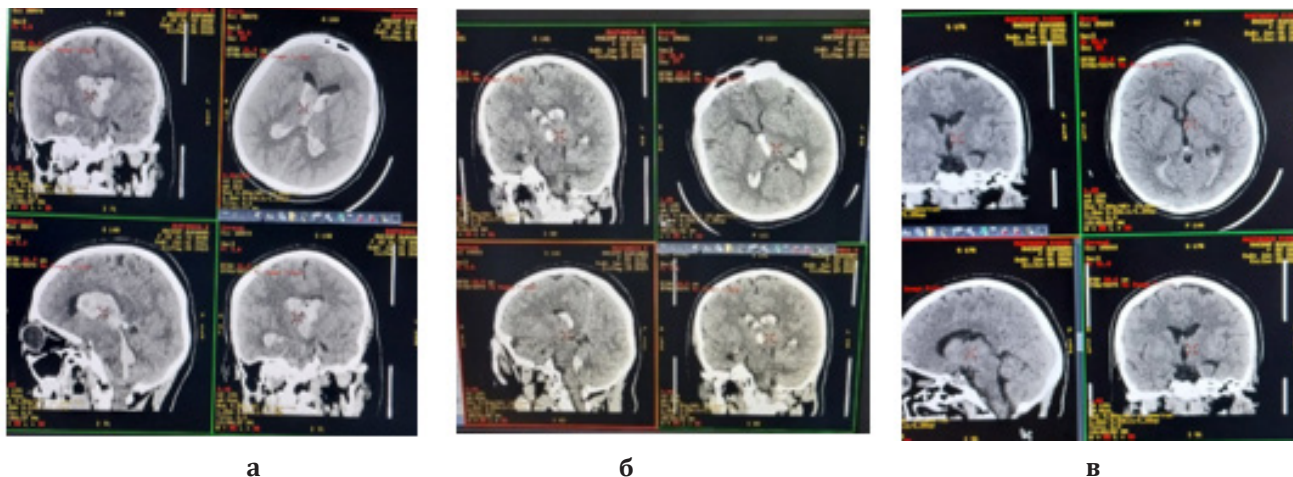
МСКТ больной Р. с геморрагическим инсультом, получавшей лимфотропную терапию (при поступлении – а, на 5-е сутки – б, на 10-е сутки – в).
